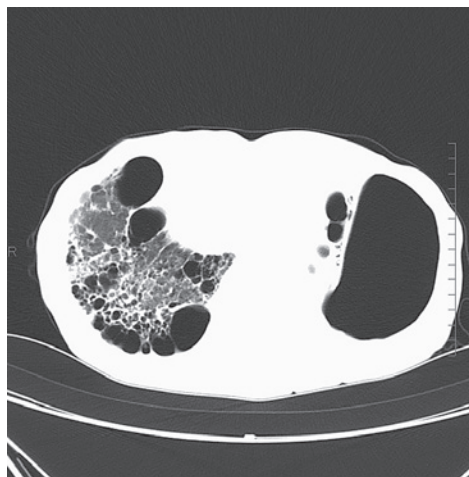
最終入院時胸部 CT：両肺気腫性変化，右肺下葉に網状輪状影，左気胸
